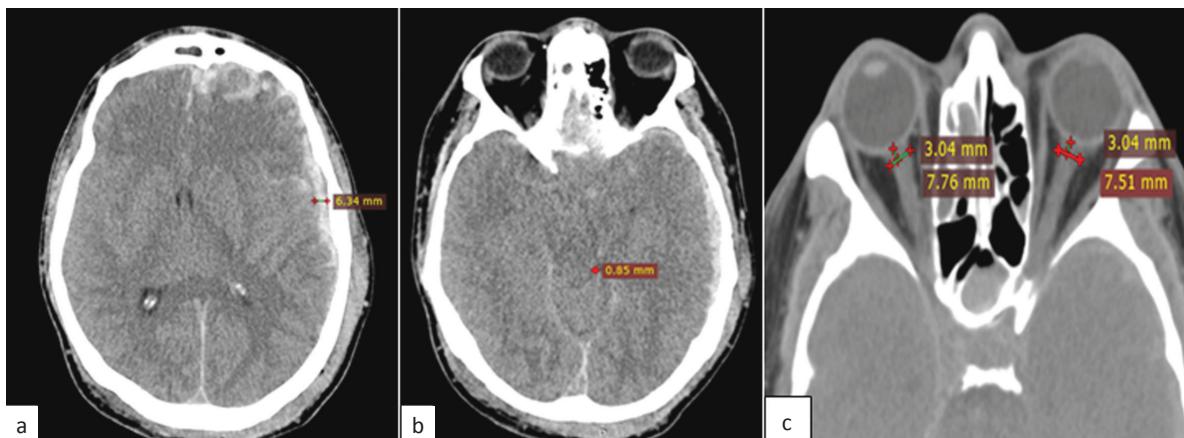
Дооперационная КТ-картина: а) измерение толщины гематомы; б) измерение обводной цистерны с уточнением её компрессии; в) измерение ДОЗН с обеих сторон
